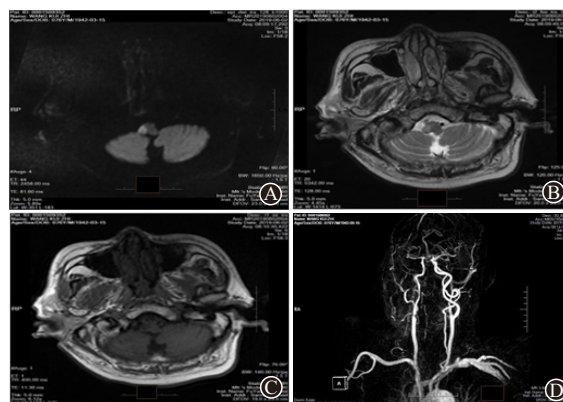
头颅磁共振及血管成像: A为病人入院次日头颅MRI示右侧延髓背外侧弥散加权成像序列呈高信号; B为T2加权成像序列呈高信号; C为T1加权成像序列呈低信号; D为MRA示右颈内动脉起点处狭窄, 右椎动脉节段性狭窄
